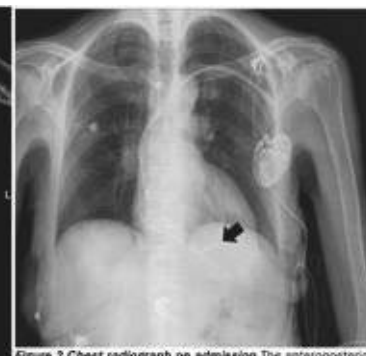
Chest radiograph on admission. The anteroposterior view in the supine position is shown. Ventricular distal tip of the lead (arrow) is positioned anteriorly compared to the usual position.
